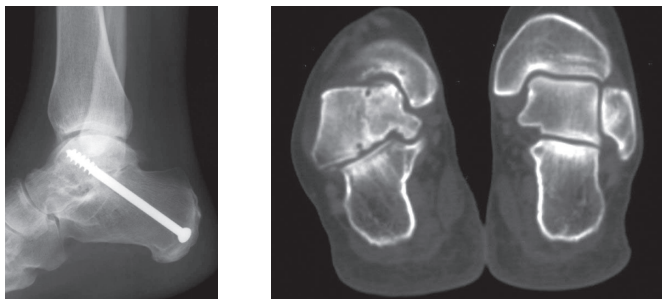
Fracturas do astrágalo (TAC). Artrodese sub-astragalina.
